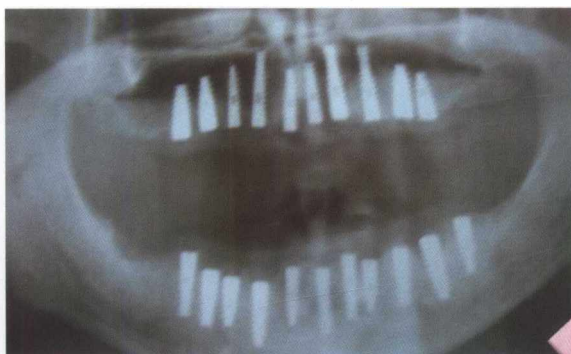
Radiografia de control la 4 luni
